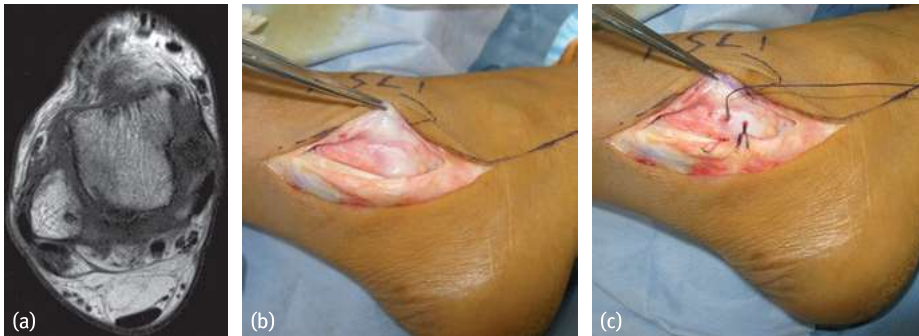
(a) MRT eines 36-jährigen Patienten mit einer akuten Peronealsehnenluxation. (b) intraoperativer Situs mit der in der MRT bereits sichtbaren Luxationstasche. (c) Rekonstruktion des Retinakulums mit transossären Nähten.
